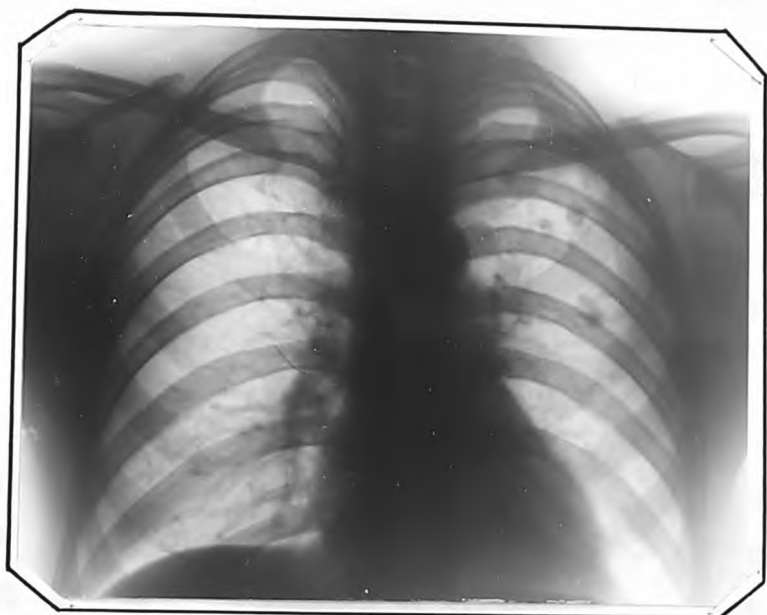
Рентгенограмма г.л., от 14.VIII.1957 г.
